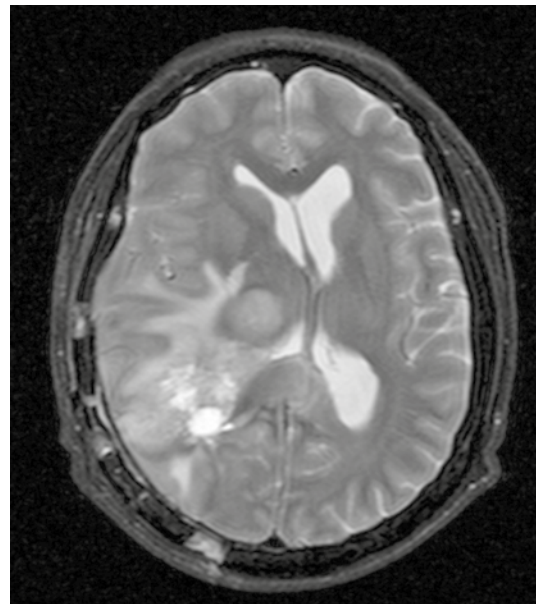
Corte axial de RM de encéfalo en secuencia potenciada T2, que permite observar las áreas centrales de necrosis y los hallazgos ya descritos.
